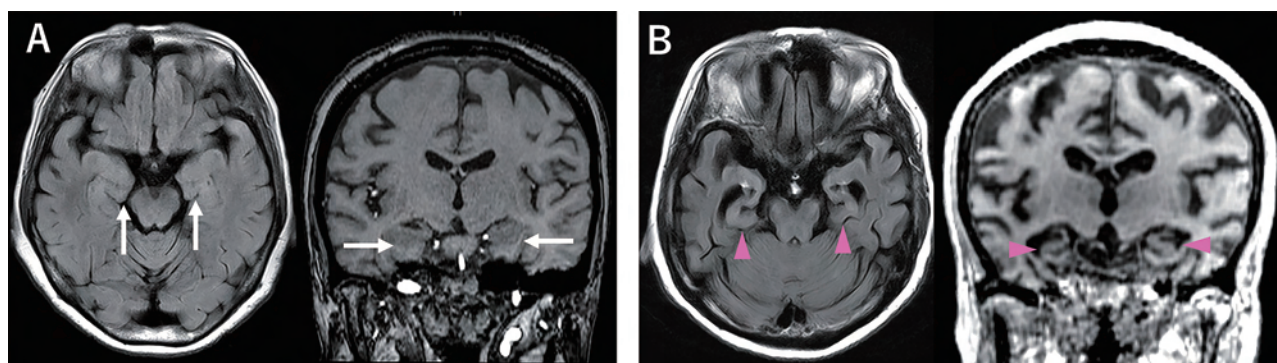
A 健常者, B アルツハイマー病の症例の頭部 MRI
